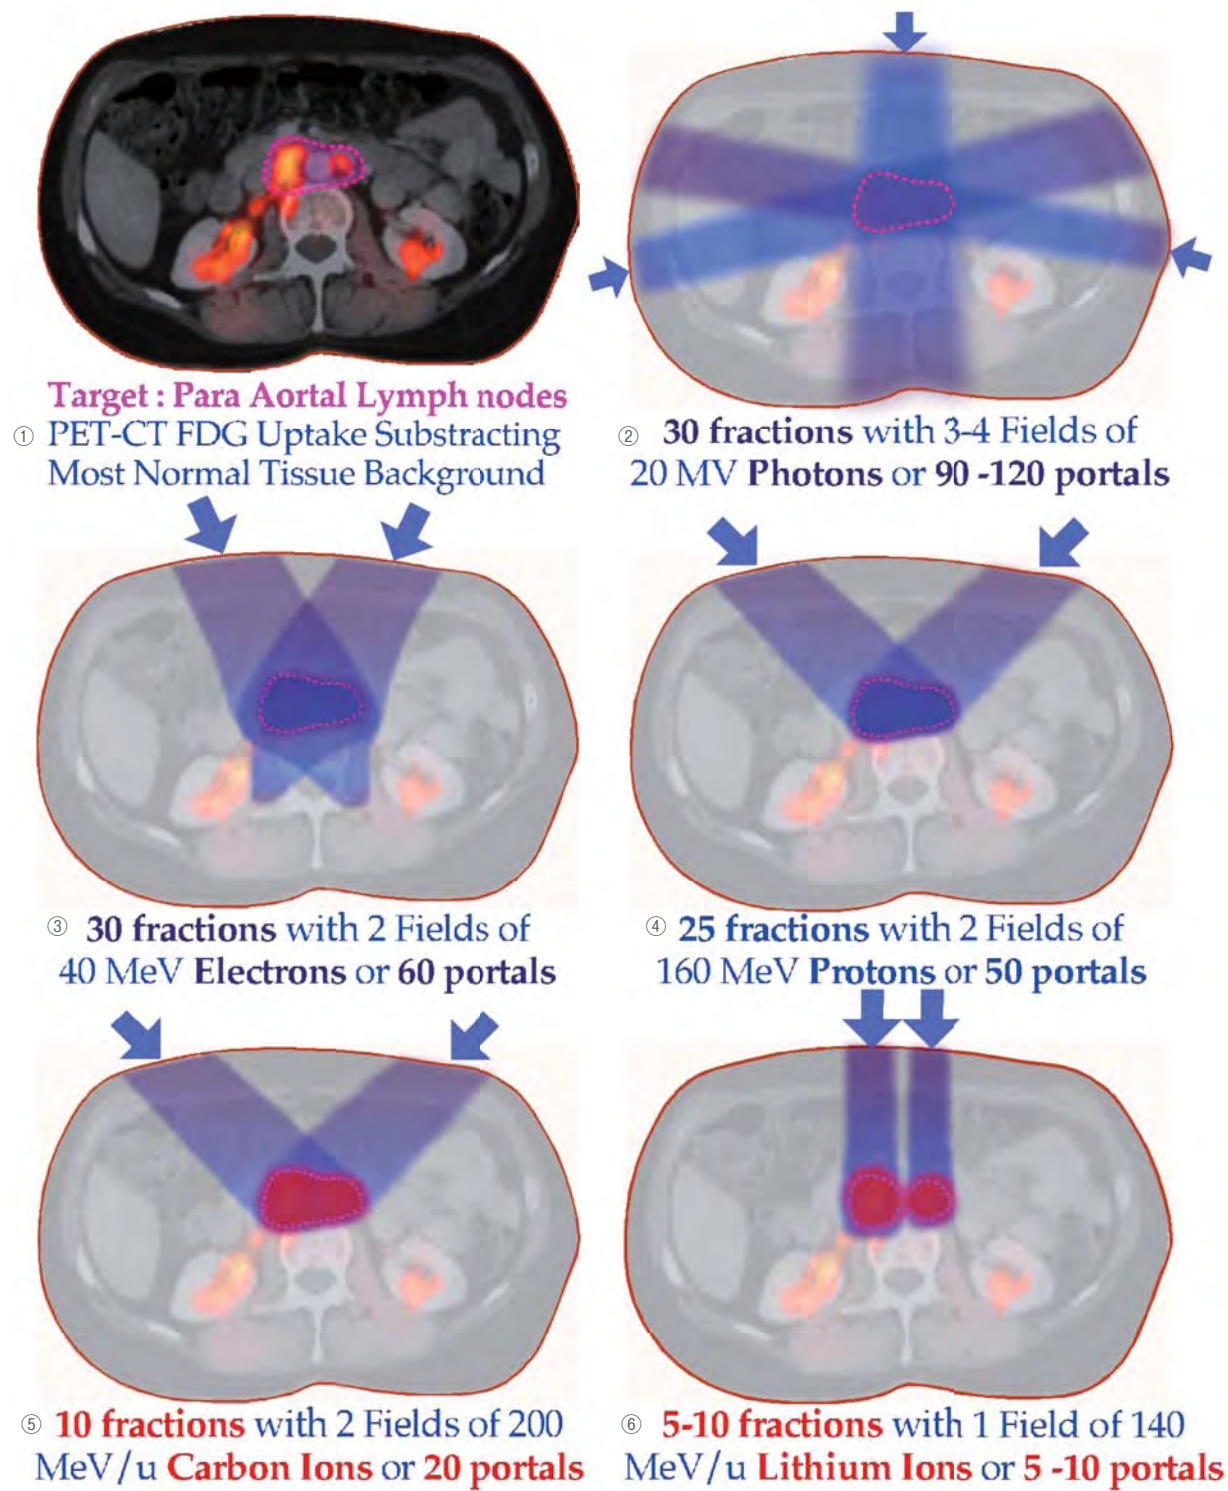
(next page): Dose distributions and fraction schedules using different types of radiation. In the present example it is assumed that the target tissues inside the red broken line (the target volume - the para aortal lymph nodes - has here been detected by PET-CT FDG uptake - upper left panel). The upper right panel shows a treatment using the classical "cross fire technique" with photon beams; a rather large volume of normal tissues will be irradiated outside the target volume. The middle panels are irradiations carried out using electrons and protons with a finite range; the irradiated normal tissue volume is then clearly reduced. The lower panels show different possibilities using Carbon-ions. Higher biological effective dose is achieved to hypoxic or radioresistant tumors (indicated in red), with rather limited effective dose to normal tissues. A reduction of the number of fractions and beam portals - compared with photons, electrons, and protons - is an advantage and improves the local tumor control for many tumors.
